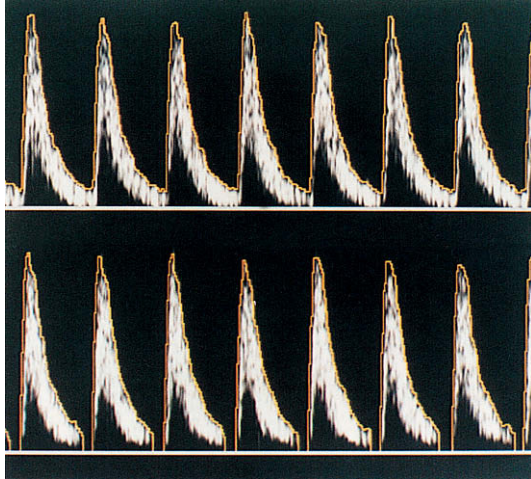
Filtrado. Si se eleva el filtro pasaaltos (de pared), como en el sonograma de la imagen inferior, se eliminan las señales de baja velocidad.
